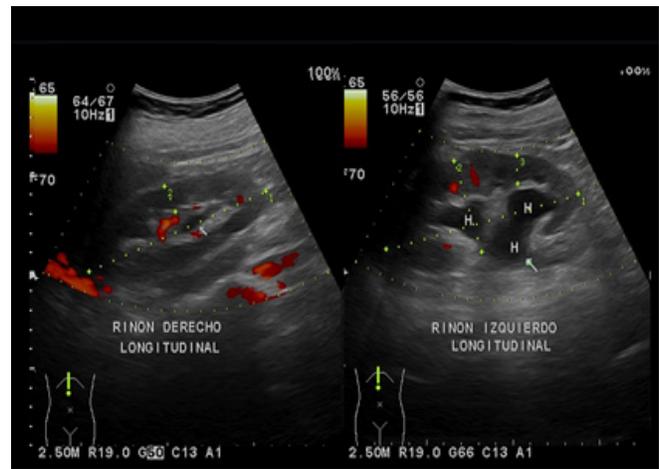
Ecografía abdominal: hidronefrosis moderada izquierda
